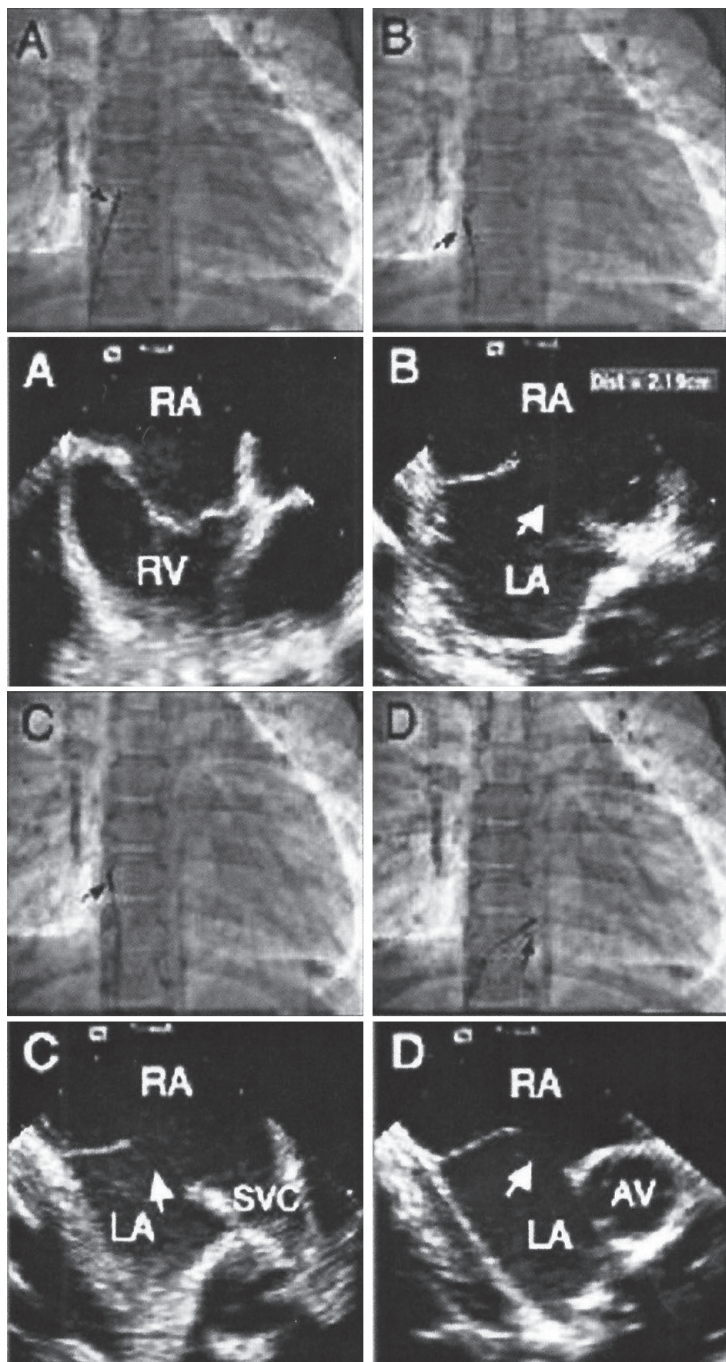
Флюороскопические и эхокардиографические изображения: А - в «нейтральной» позиции ВС ЭхоКГ катетера, В - в септальной позиции ВС ЭхоКГ катетера (LA - левое предсердие, FO - овальная ямка), С - в длинноосевой позиции ВС ЭхоКГ катетера в доплеровском режиме (поток через дефект межпредсердной перегородки, отношение правого предсердия к верхней полой вене), D - аортальный клапан по короткой оси и межпредсердная перегородка, стрелкой указан дефект межпредсердной перегородки.
